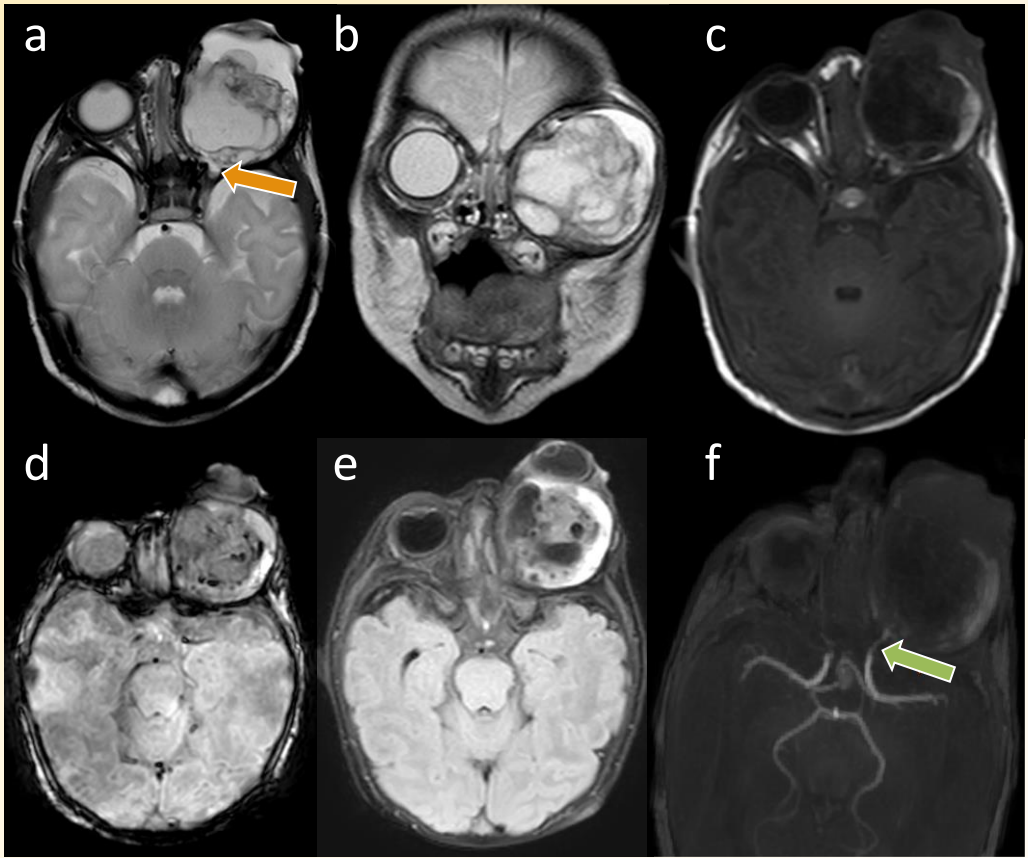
RM postnatal (3 T). Secuencias ponderadas en T2 en cortes axial (a) y coronal (b). T1 axial (c) , SWI axial (d), FLAIR axial (e) y MIP de secuencia angiográfica (f). Se observa lesión expansiva centrada en la órbita izquierda de localización intraconal, heterogénea, con componentes sólido/quísticos.
